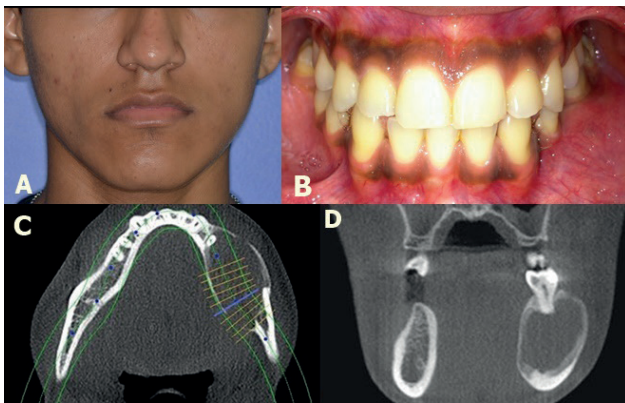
Aspecto extraoral com leve assimetria facial do lado esquerdo (A) e vista intraoral mostrando aumento de volume em região posterior esquerda da mandíbula (B). Tomografia Computadorizada em que é possível notar a lesão hipodensa do lado esquerdo da mandíbula nos cortes Axial (C) e coronal (D).
